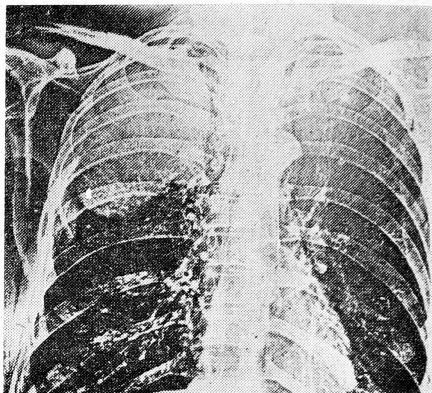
Прямая электрорентгенограмма больного Н. Периферический рак верхней доли правого легкого. Отчетливо видна утолщенная междолевая плевра справа. В нижнем поле справа определяется нормальный легочный рисунок; слева в верхних полях легочный рисунок почти не виден, а в нижнем поле легочный рисунок значительно обеднен.
